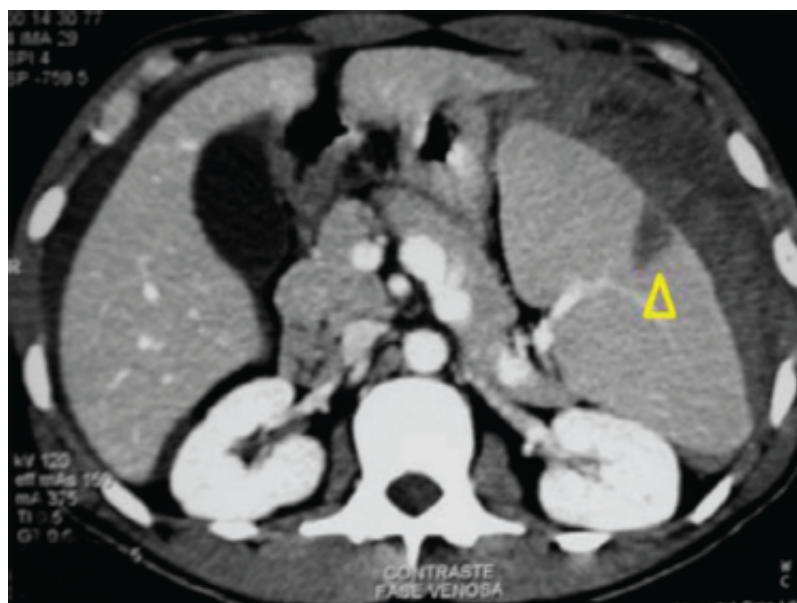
Tomografia computadorizada de abdome, observando-se ruptura do baço.
